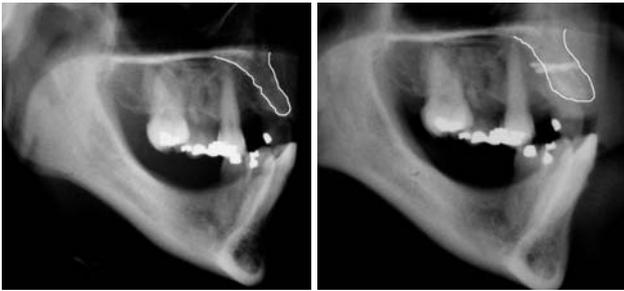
Laterale Röntgenaufnahmen, präoperativ und nach vier Monaten.
